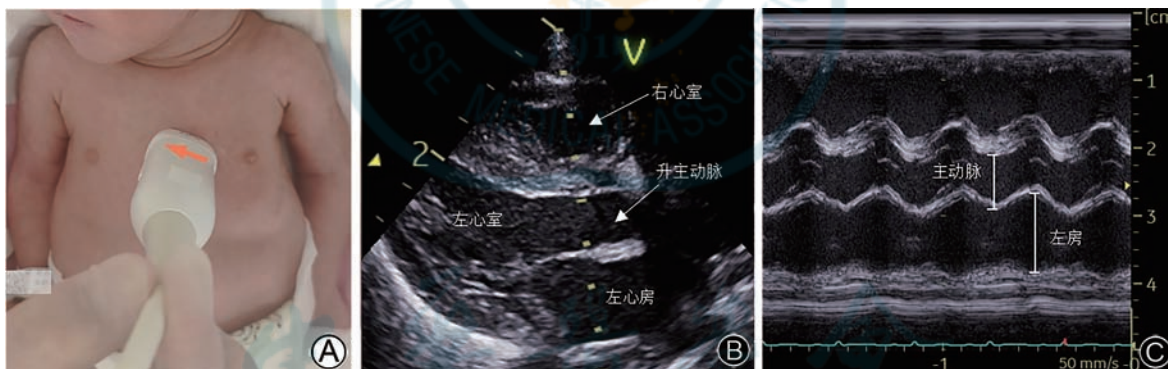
胸骨旁左心室长轴切面测量左心房与主动脉根部直径的比值:A.探头位置和示标方向;B.胸骨旁左心室长轴切面;C.M型超声测量左心房与主动脉根部直径的比值
